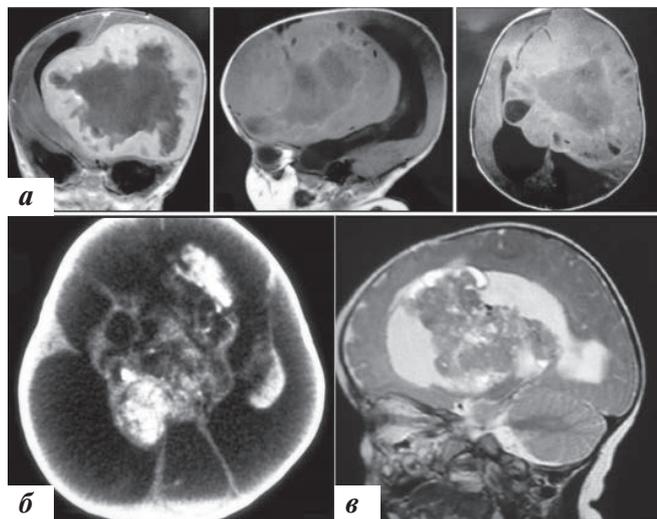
а – МРТ и б – КТ головного мозга пациента с врожденной тератомой; в – МРТ головного мозга пациента с врожденной папилломой
